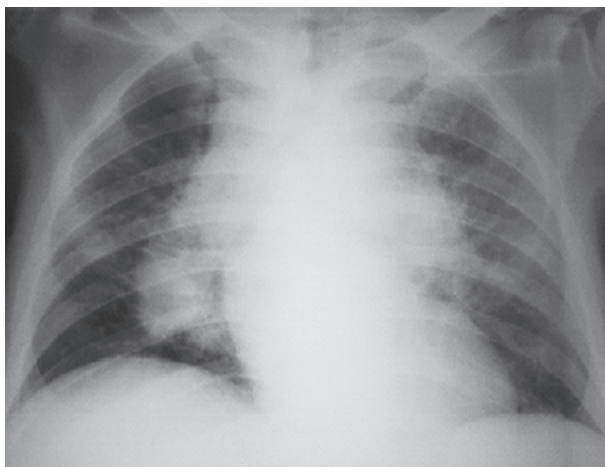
Radiografia de tórax mostrando opacidade lobular peri-hilar.
